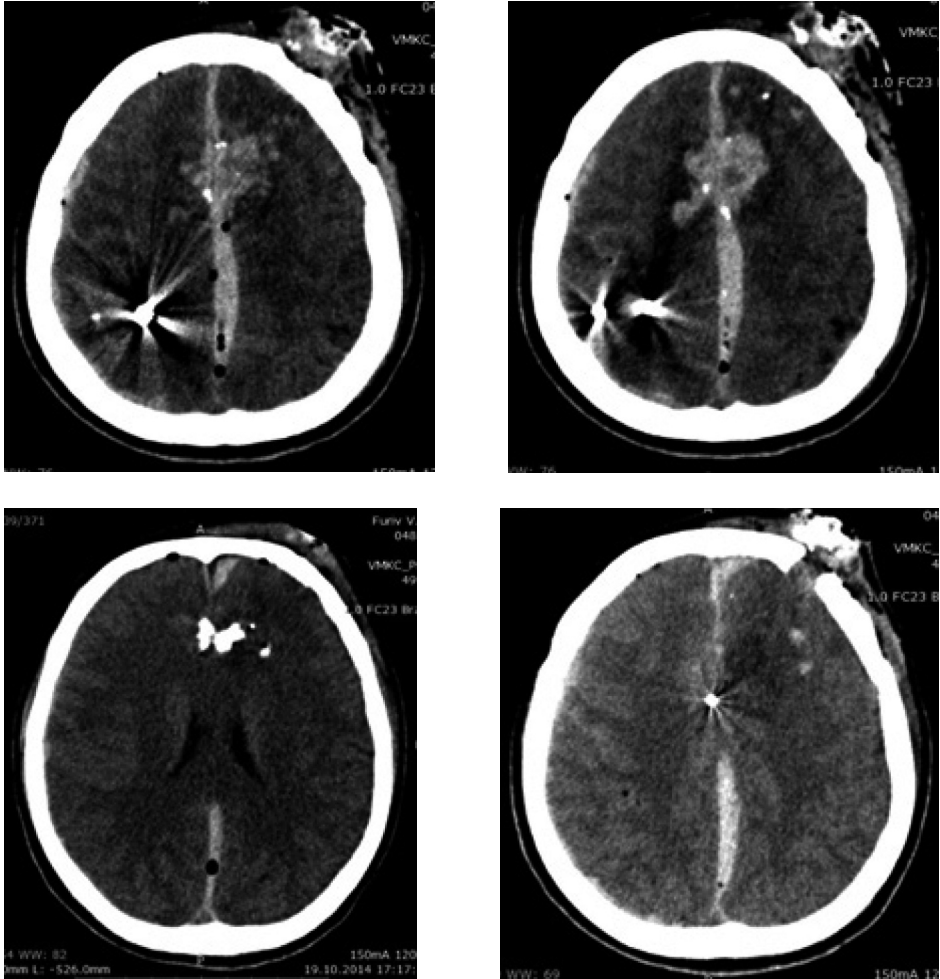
Дані СКТ головного мозку вогнепального осколкового сліпе діагональне проникаюче поранення в лівій лобній ділянці з дірчастим передомом лобної кістки зліва, пошкодженням лівої лобної, правої тім'яної долей, наявністю кісткових уламків по ходу раньового каналу, металевих осколків в ділянці серпу мозку та правій тім'яній долі.
